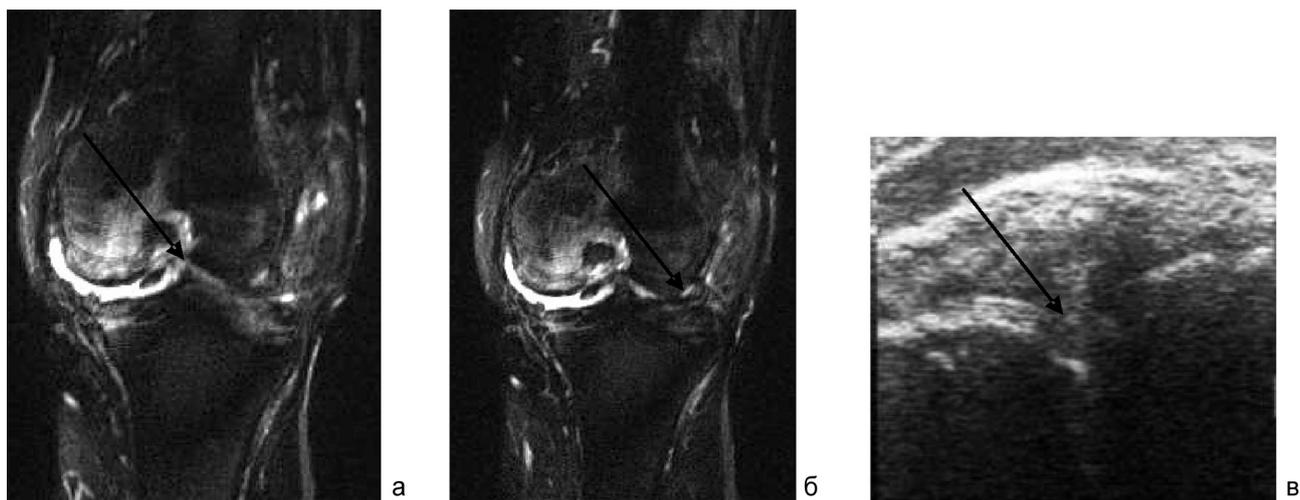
МРТ левого коленного сустава, T2-ВИ с подавлением сигнала от жира в коронарной плоскости левого коленного сустава, выполненная до оперативного лечения: а – визуализируется неоднородной структуры с участком повышенного МР-сигнала передняя крестообразная связка; б – визуализируется деформированный, неоднородный, с признаками разрыва, латеральный мениск; в – УЗИ левого коленного сустава, выполненное до оперативного лечения, визуализируется неоднородный, неправильной формы, с признаками повреждения, латеральный мениск
